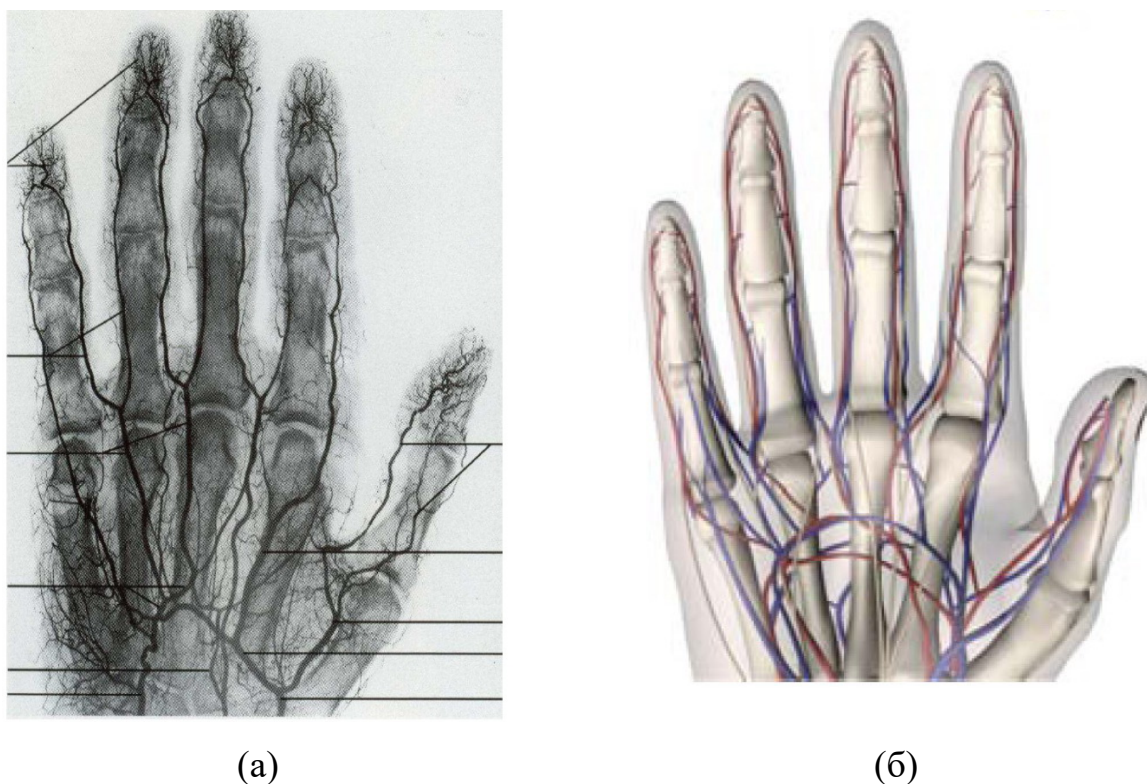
Расположение артерий на пальцах кисти. а - рентгеновская ангиограмма кисти, б – компьютерная модель кисти, выделяющая артерии (красные) и вены (синие) [15]
